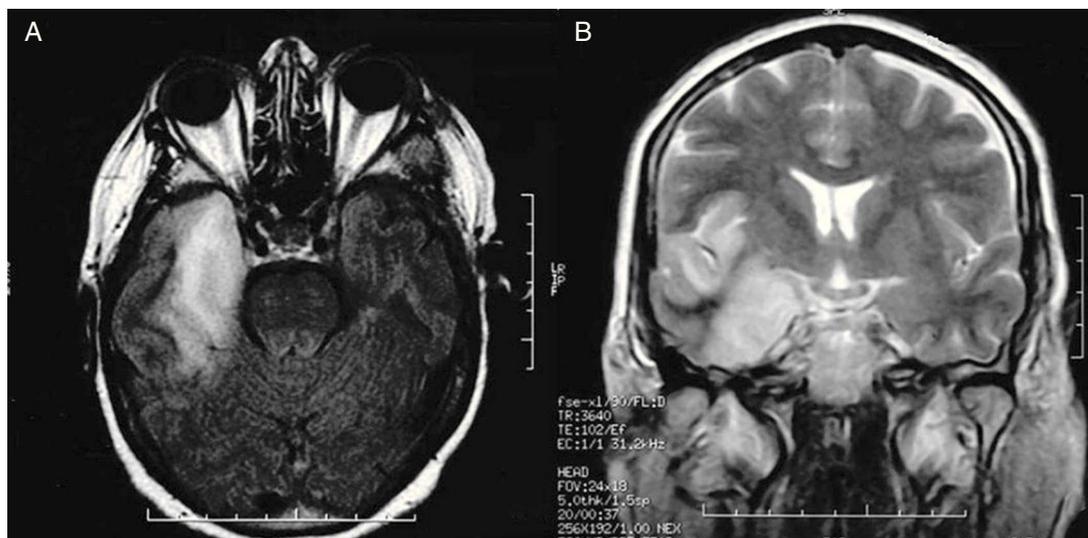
Probable diagnóstico de encefalitis temporal derecha en RM. Corte axial de RM potenciado en T1 y coronal potenciado en T2, que muestra una lesión hiperintensa en el lóbulo temporal y el córtex insular derecho, con un patrón típico de encefalitis herpética, realizado 20 días después de la cirugía de meningioma paraselar.
